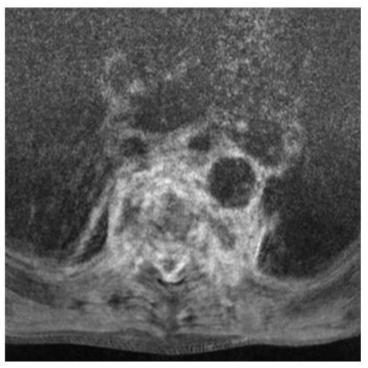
Image IRM en coupe axiale, en pondération T1 après injection de gadolinium, montrant une destruction vertébrale avec collections abcédées paravertébrales.
